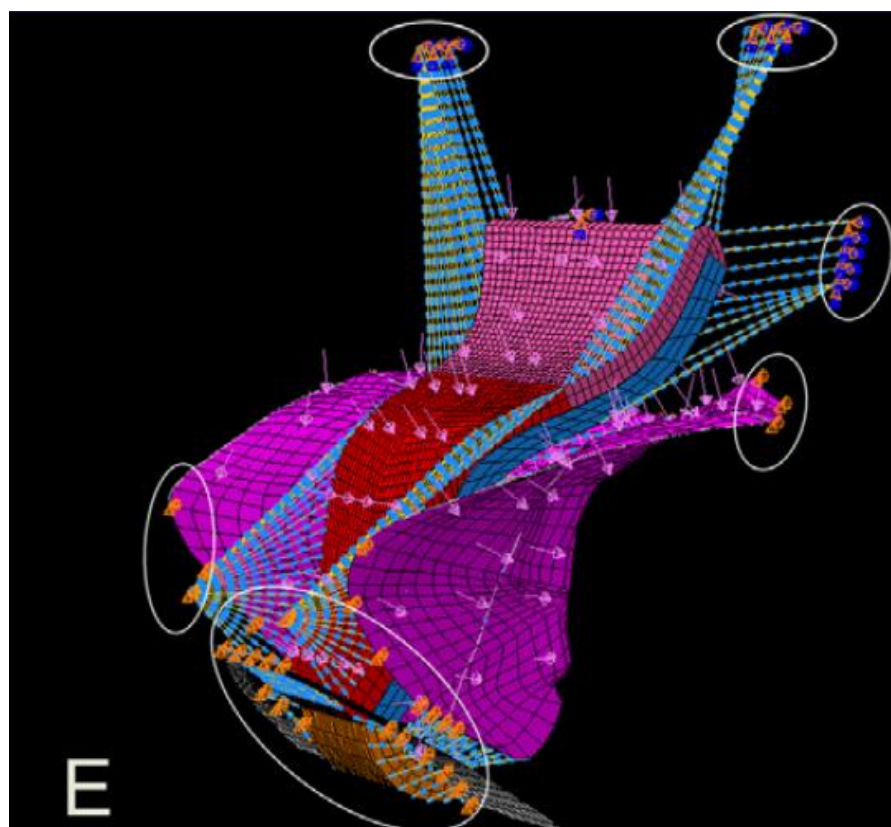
Objemový model ze snímků MRI i s modely kostí (25)
